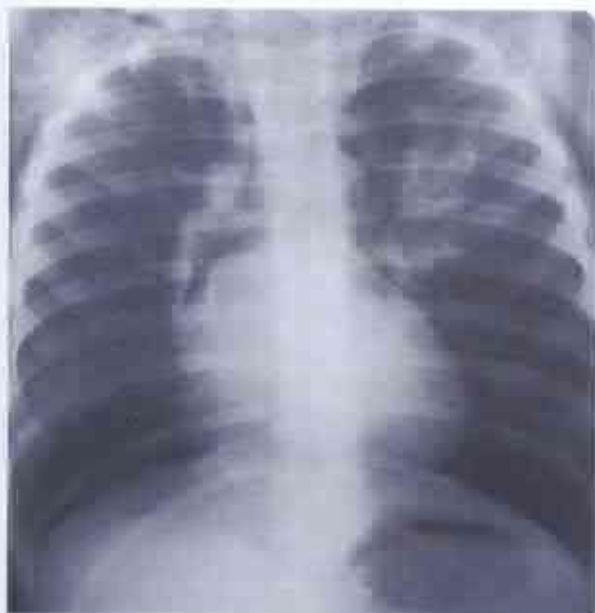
Radiografie toracică frontală. Pneumomedastin.
